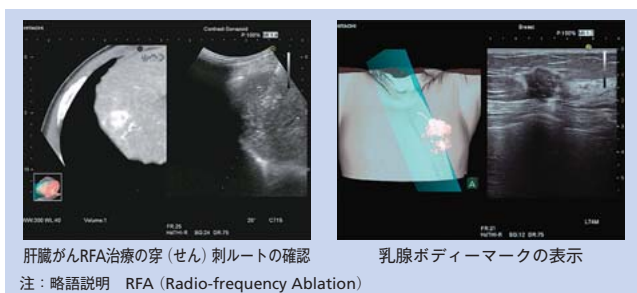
Real-time Virtual Sonographyの臨床応用
